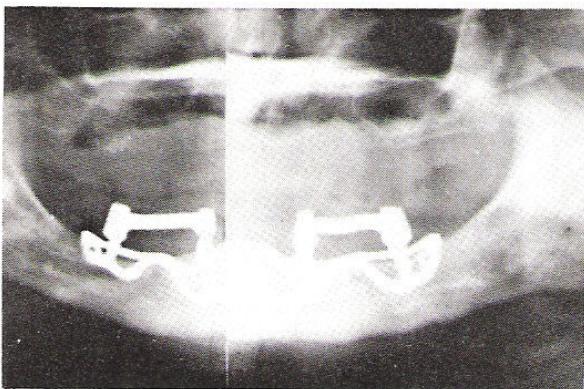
Panoramic radiograph made two years postoperatively there are no apparent changes compared with radiograph made immediately after placement
